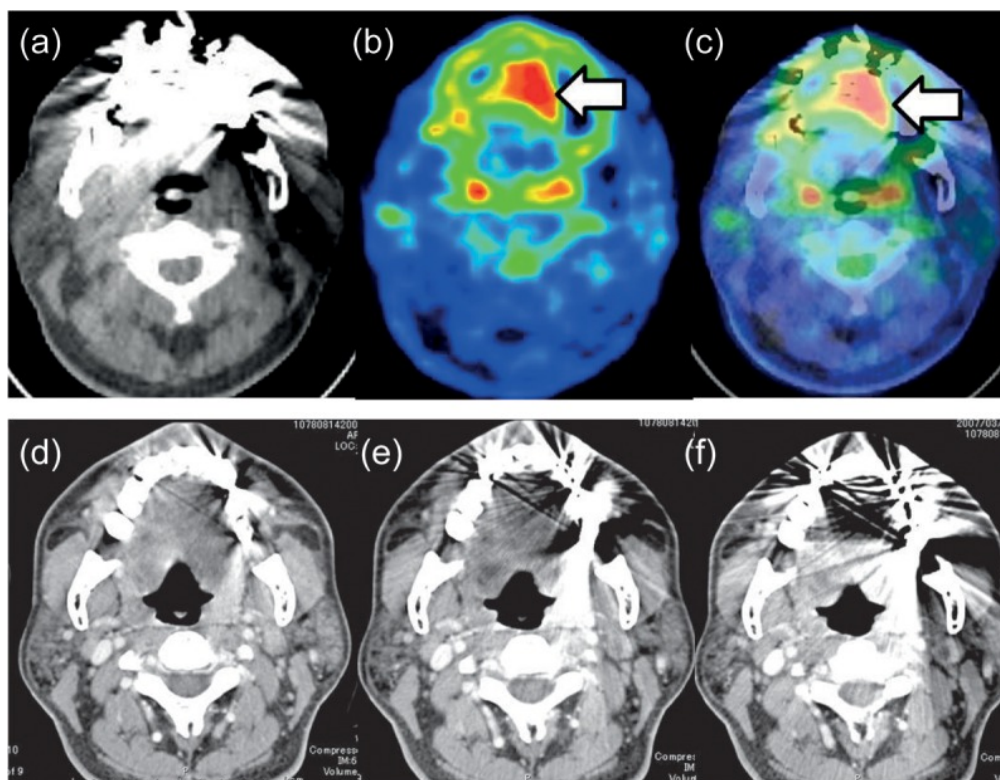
PEC der Zunge. Unterschied CT (a) und CE-CT (d-f) zu FDG-PET (b) und FDG-PET/CT (c) Infiltration der Zunge in FDG-PET und FDG-PET-CT gut zu erkennen. (Kajitani et al. 2013)
